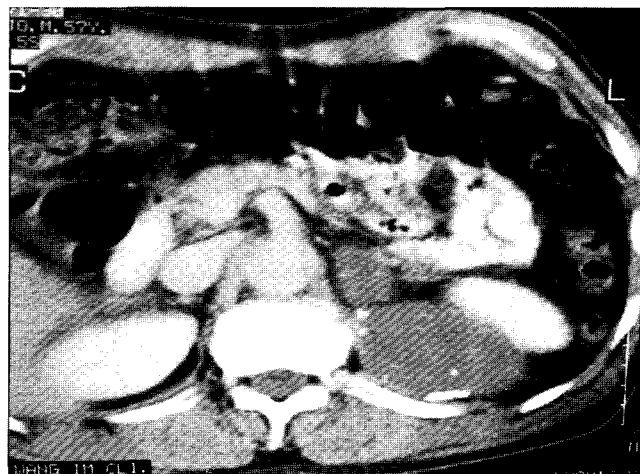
Abdomen CT scan 2
